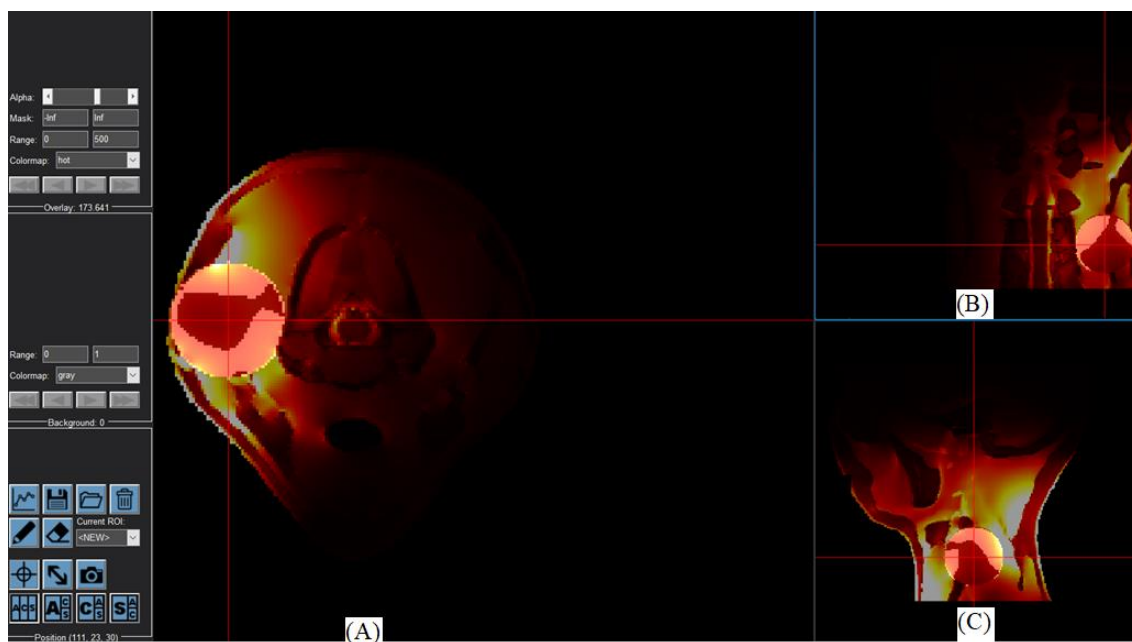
TC_{2s} pro poloměr cíle 20 mm při použití čtyř aplikátorů transverzální řez (A), frontální řez (B), mediální řez (C)
